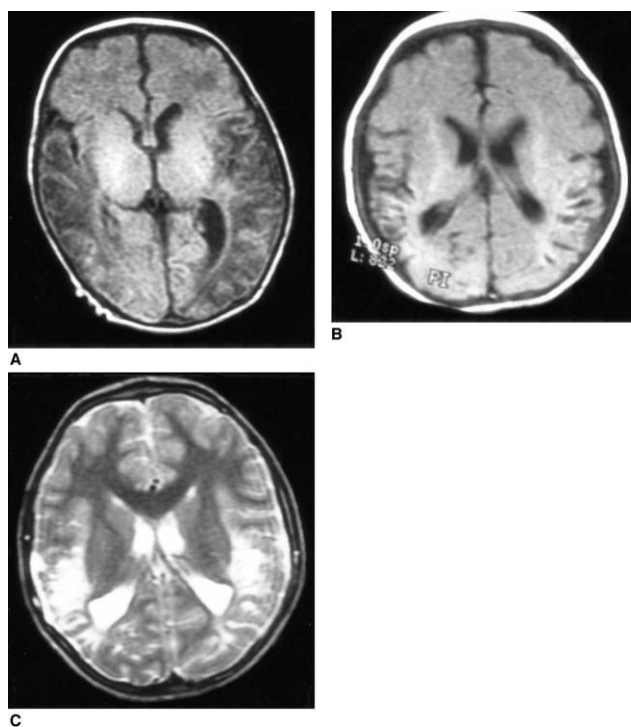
(A) MRI axială în regim T1 efectuat în perioada neonatală, se descriu semnale modificate la nivel cortical și la nivelul ariilor substanței albe, (B) - la 4 luni, în același regim și (C) la vârsta de 4 ani dezvăluie arii de encefalomalacie și schimbări atrofice
